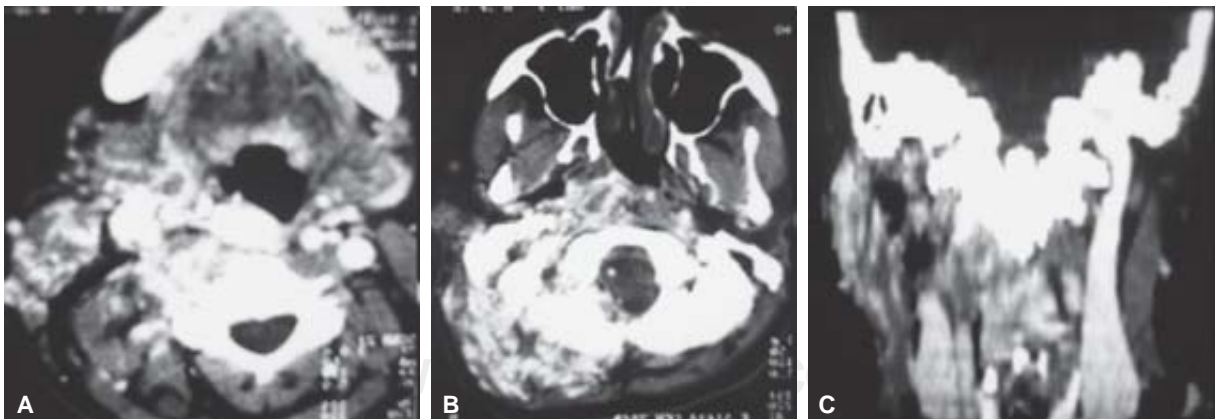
(A, B y C) Estudio de Tomografía Computarizada con material de contraste endovenoso, donde se identifica extenso crecimiento ganglionar desde la base del cráneo y la región cervical superior del lado derecho, que se extiende por los espacios parafaríngeo, carotídeo, parotídeo y masticador, principalmente.
